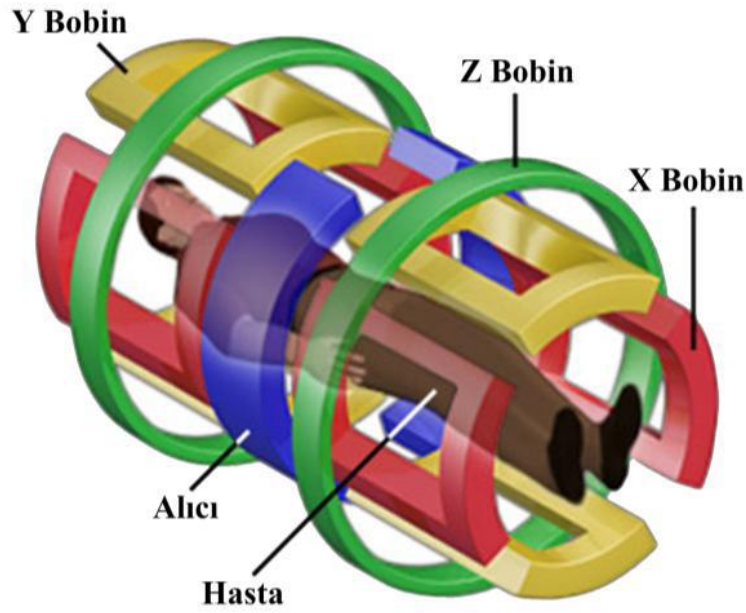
MRI Magnetinin İç Kısımındaki Bobinler
